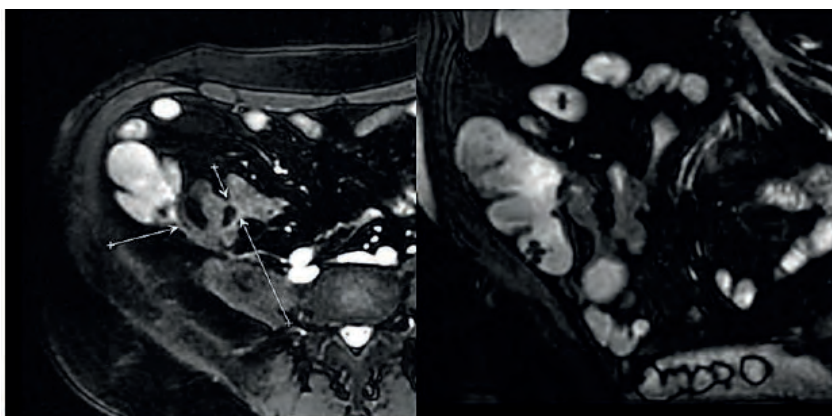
Ileal fistulas. MRI image in axial projections (T1 FatSat mode)
